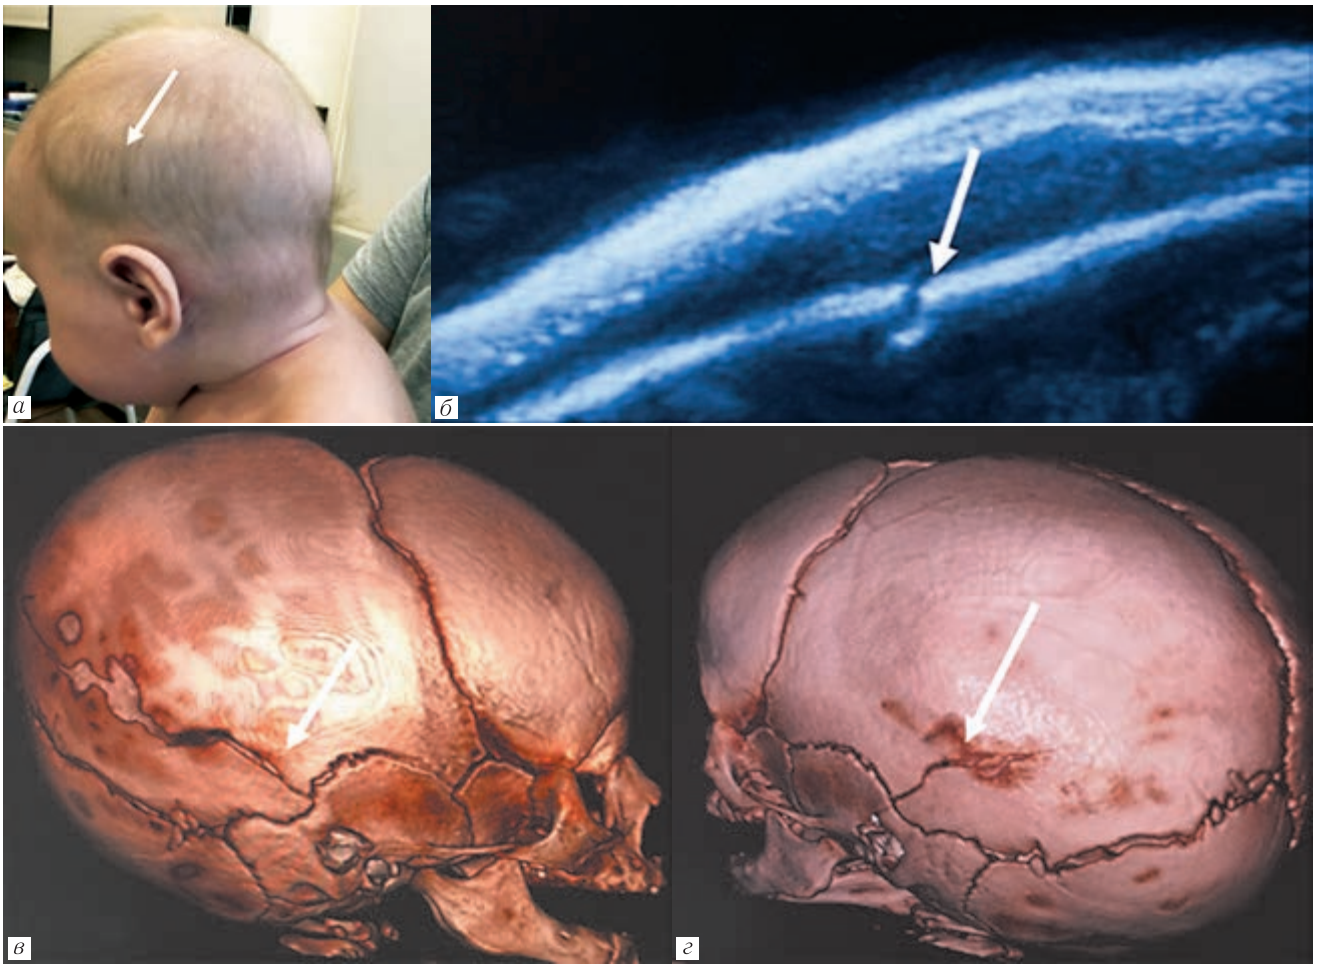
Особенности визуализации костей черепа девочки Т., 5 мес: *a* — внешний вид головы девочки, припухлость в теменно-височной области слева (обозначена стрелкой), аналогичная припухлость имеется и справа; *б* — ультразвукографическое изображение теменной кости слева, линейный перелом теменной кости (указан стрелкой), аналогичное изображение и справа; *в, г* — мультиспиральная КТ, линейный перелом теменных костей (указан стрелкой)
